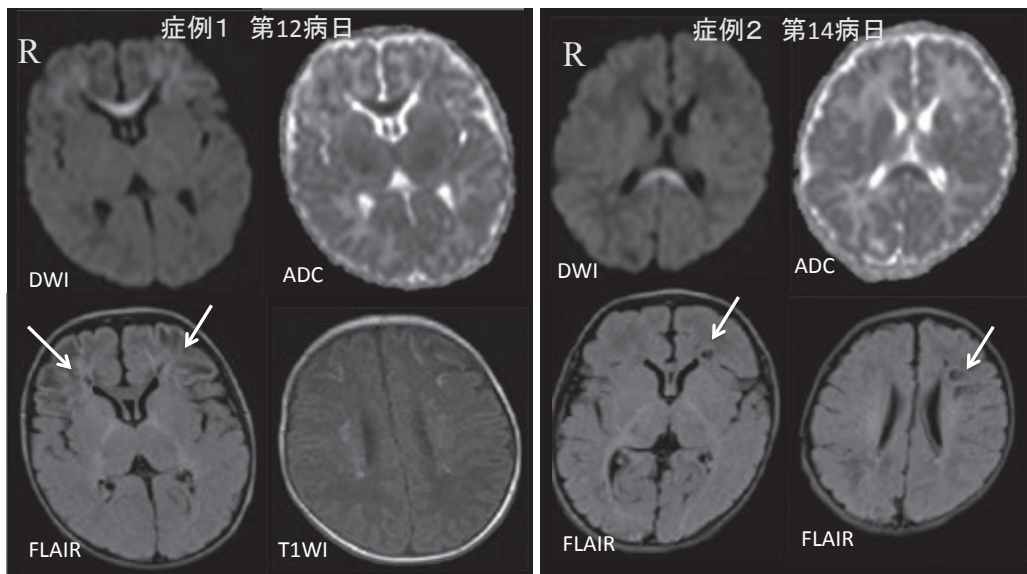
パレコウイルス脳炎 (症例 1、2) の頭部MRI
